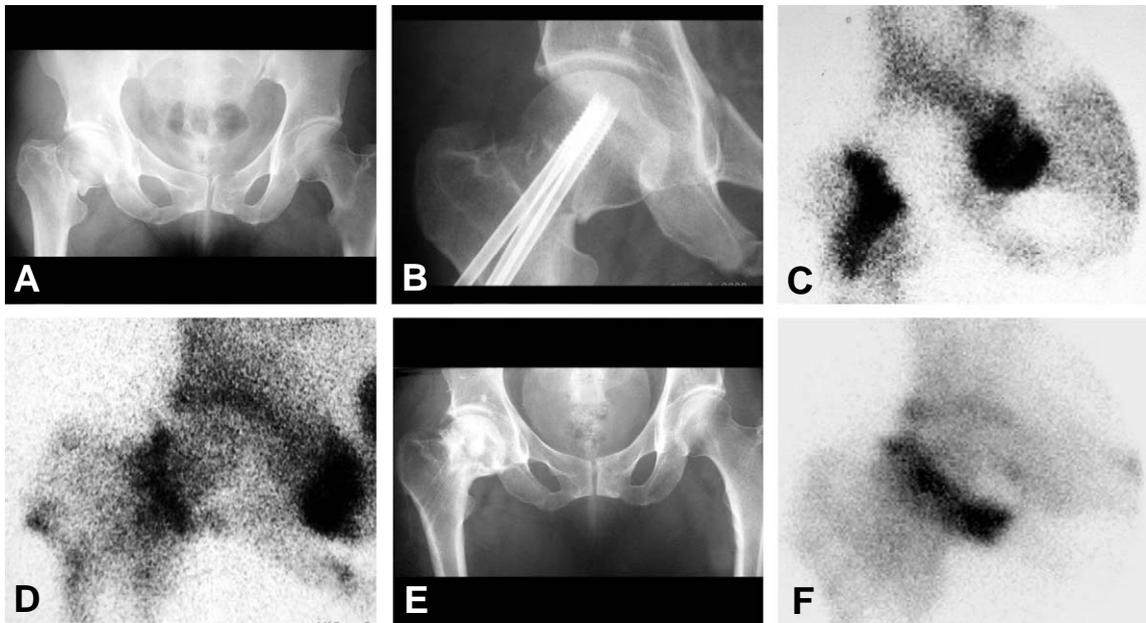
(A) Preoperative plain radiograph of 39-year-old female patient showed right femur neck fracture. (B) Closed reduction and internal fixation with cannulated screws were done. (C) Bone scan image at 6 weeks after the operation showed poor blood circulation at the femoral head. (D) Six weeks after the vascularized pedicle bone graft, bone scan image showed hot uptake at the femoral head. (E) One year and 6 months after the operation femur neck fracture was healed without any collapse of the femoral head, but only with slight shortening of the femur neck. (F) At 2 years and 2 months after the operation bone scan image shows the intact circulation of right femoral head.
